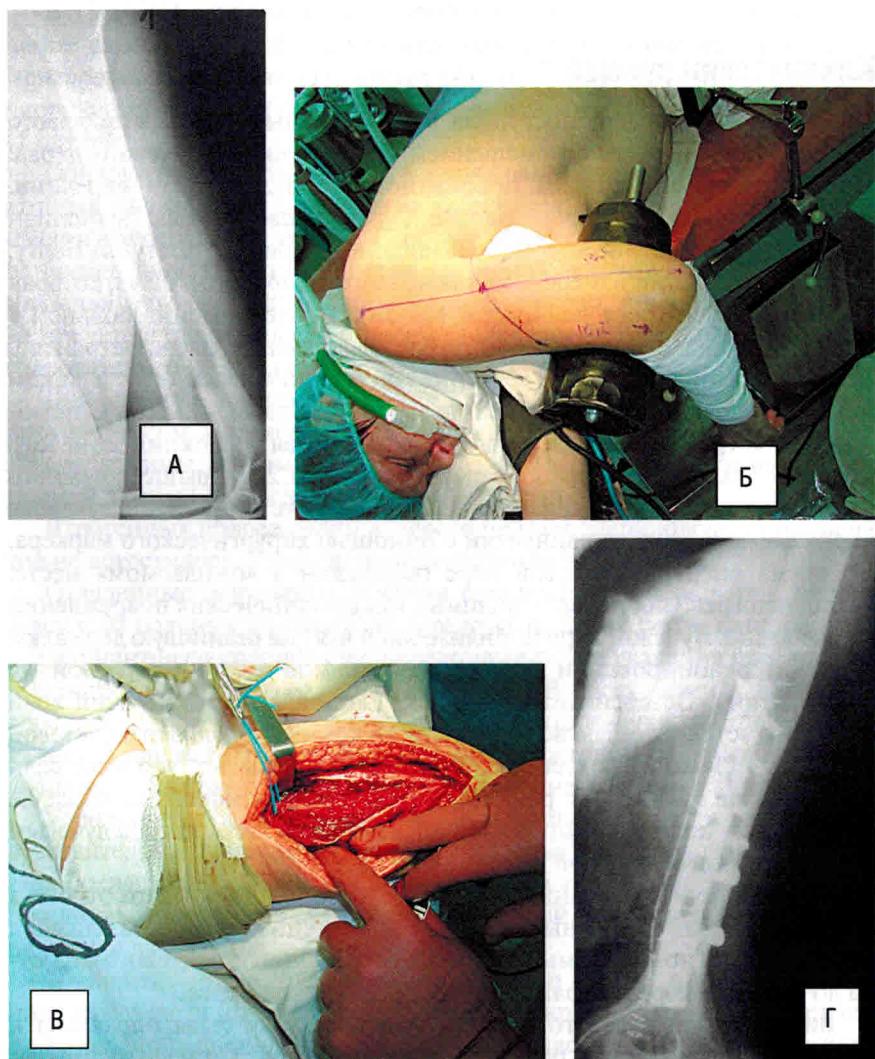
Рентгенограммы и фото больной С., 48 лет. А — рентгенограмма плеча после травмы; Б — стандартная укладка больной на операционном столе, на коже нарисована проекция лучевого нерва; В — лучевой нерв обнаружен в ожидаемом месте, взят на держалку; Г — рентгенограмма плеча после операции
